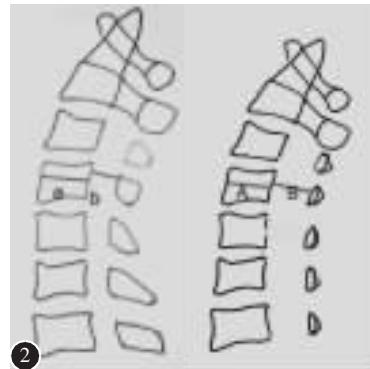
在术前CT片上测量发育椎管面积(S1)和骨化韧带面积(S2),脊髓受压比率=S2/S1 图2 椎管扩大比率测量示意
